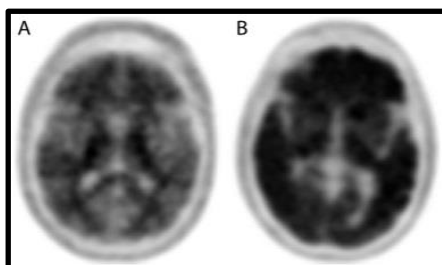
Una exploració negativa (A) mostra una unió inespecífica i indica que no hi ha deposició de placa amiloide, mentre que una exploració PET amiloide positiva (B) mostra una captació significativa en múltiples àrees corticals i indica la presència de patologia amiloide. [23]
